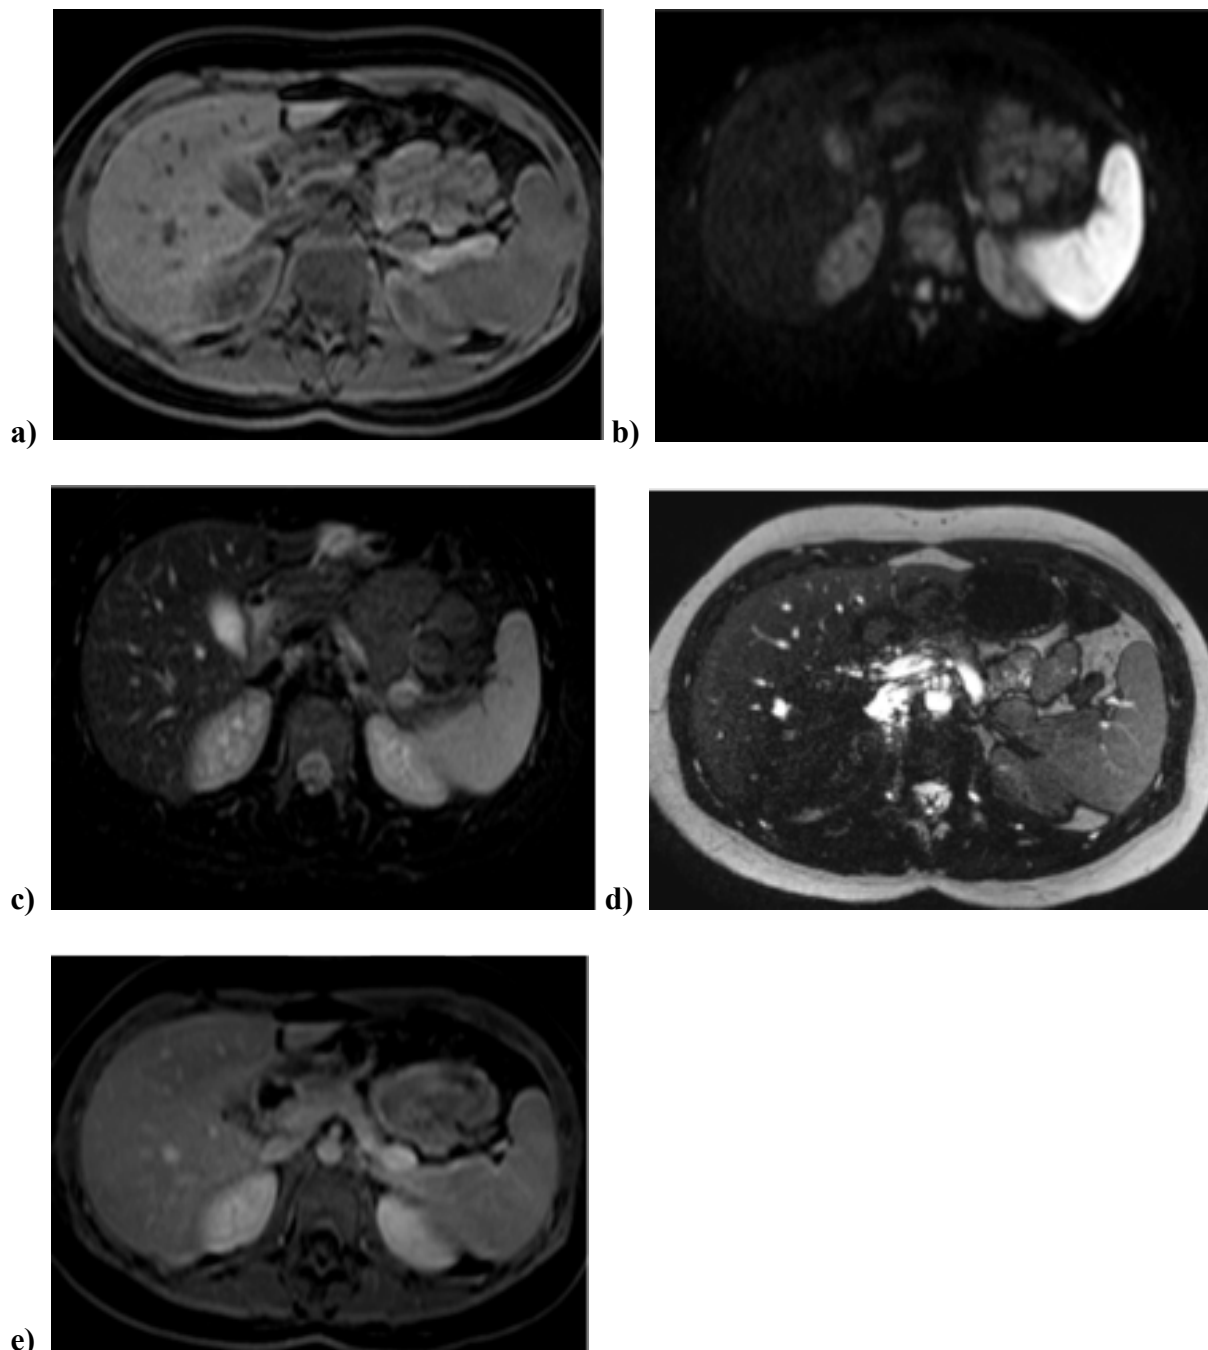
ETUDE MULTIPARAMETRIQUE IRM D'UN INSULINOME DE LA QUEUE DU PANCREAS
